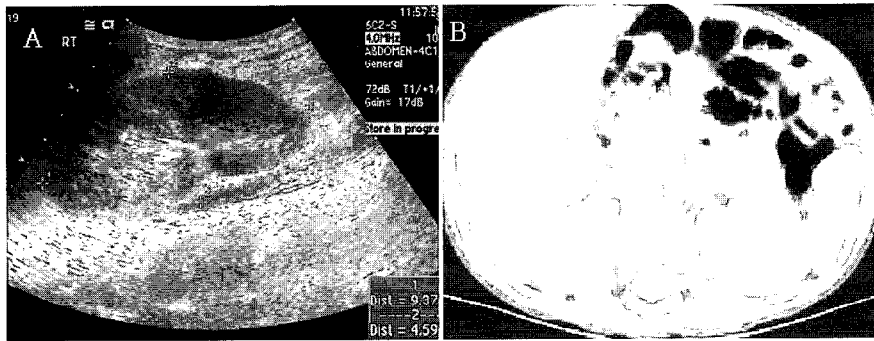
Transverse sonogram demonstrating hypo-echoic mass with ill-defined margin in the right kidney(A) and computerized tomogram showing its non-enhancing characters with ill delineation in a 6 year-old girl(B).
